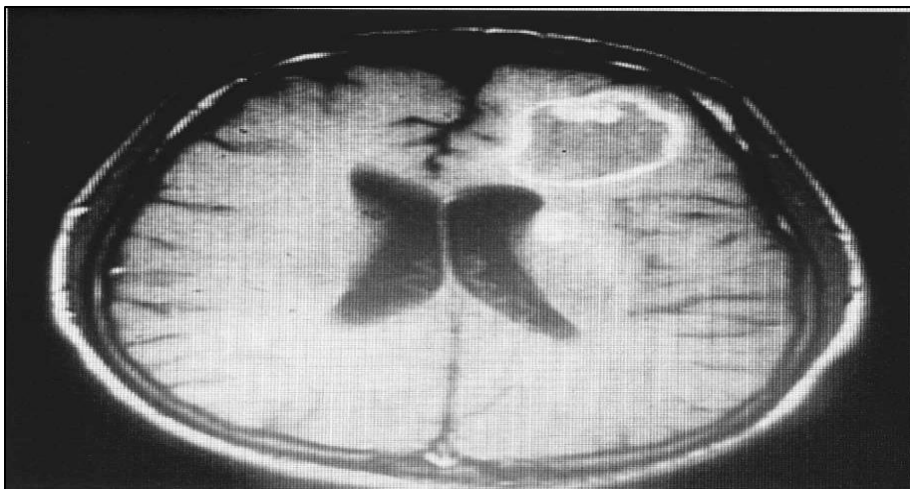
Imagerie cérébrale (IRM avec injection) : toxoplasmosse. Deux lésions de nécrose avec prise de contraste périphérique (Bonnin et al.,2016).
